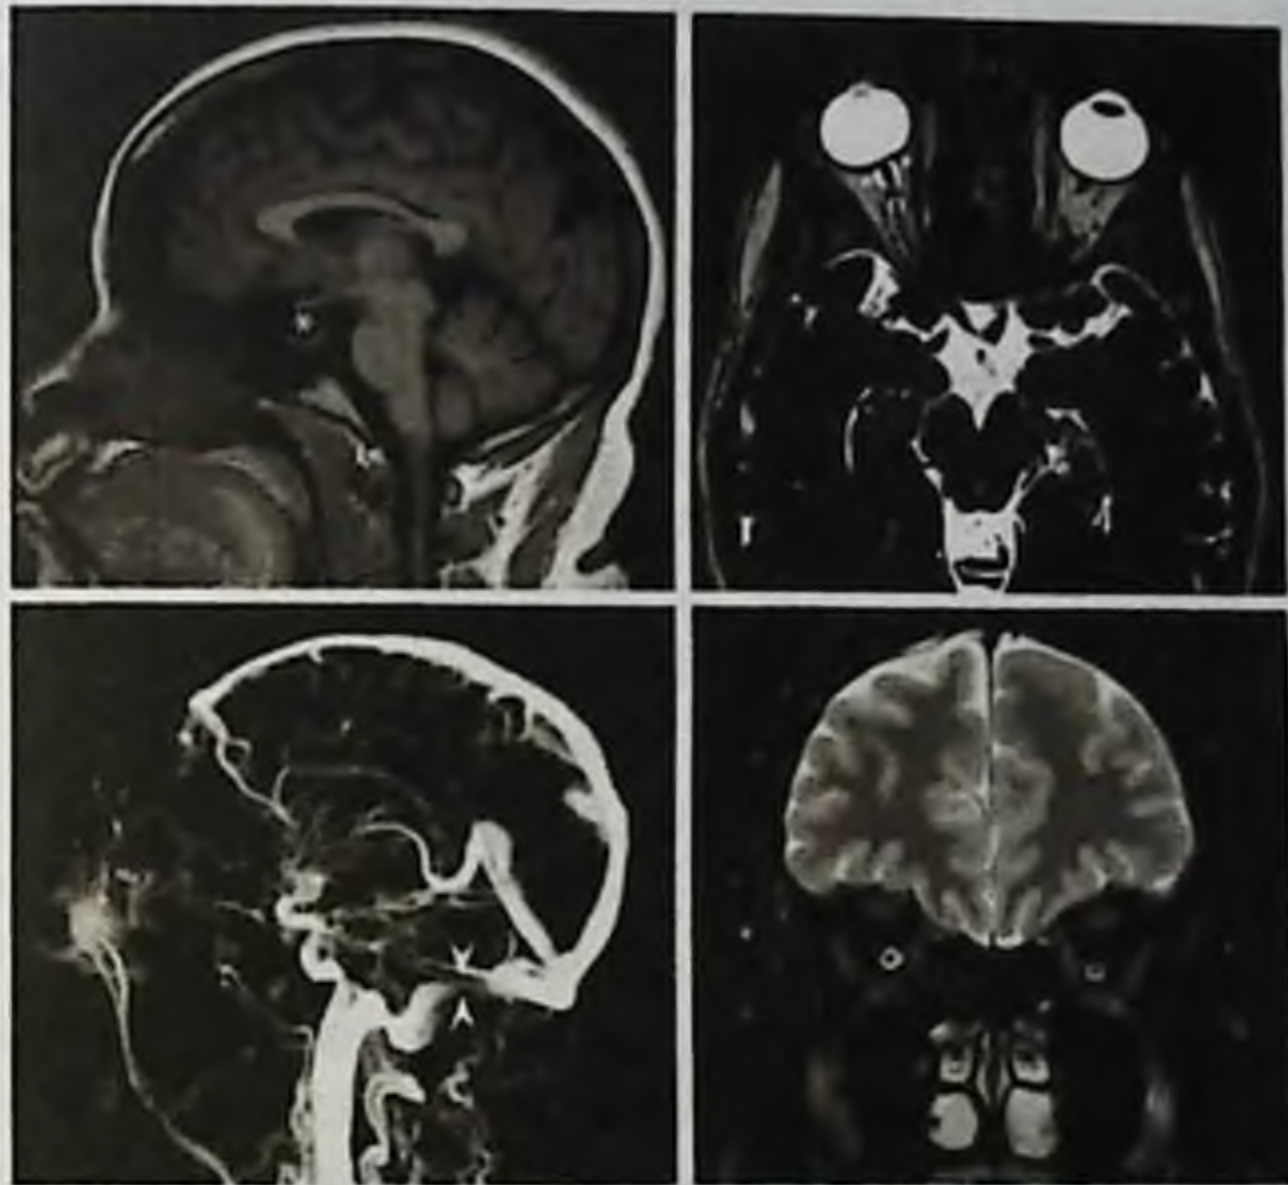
На данном рисунке представлена МРТ и МР венография при первичной внутричерепной гипертензии, включающая в себя «пустое турецкое седло» (обозначено звездочкой в верхней левой части), уплощение заднего полюса (указано стрелкой в верхней правой части), стеноз поперечного венозного синуса (указано стрелкой в левой нижней части) и растяжение оболочки зрительного нерва (верхняя и нижняя правые части).
